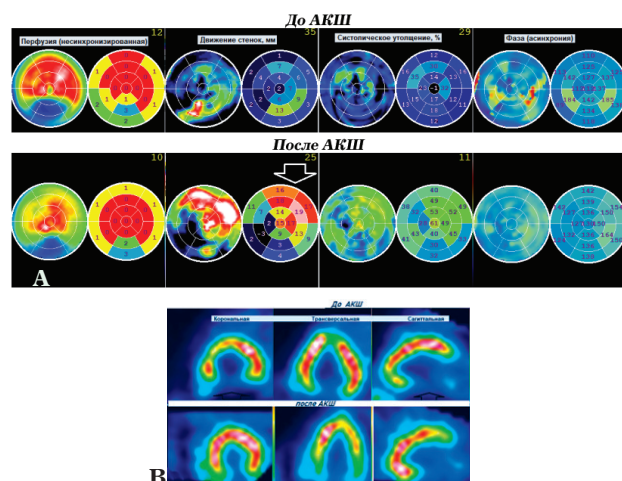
А – Однофотонная эмиссионная компьютерная томограмма миокарда «бычий глаз» в диастолу до и после операции; В – Однофотонная эмиссионная компьютерная томограмма миокарда (трансверсальные, коронарные и сагиттальные срезы) до и после операции
